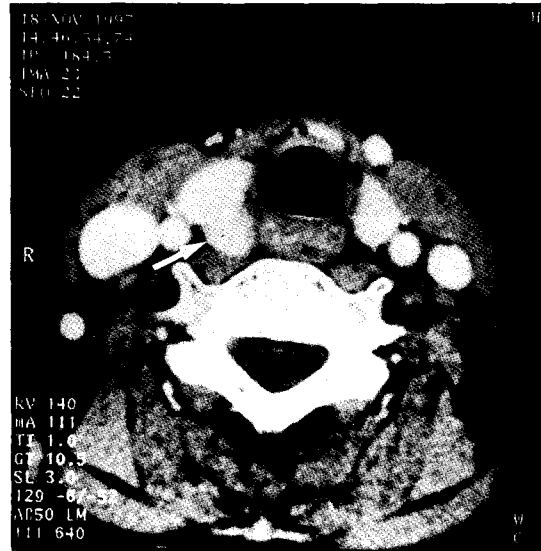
CT scan of the thyroid gland with contrast enhancement showing a mass in the right lobe(arrow).
